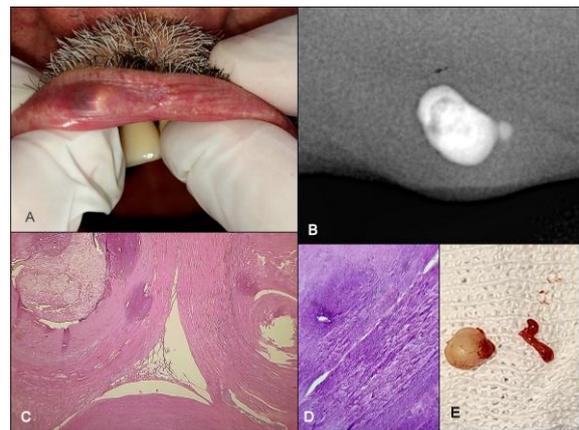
Caso 2. A. Lesión nodular en labio superior ubicada paramedial hacia el lado derecho del paciente. B. Radiografía Periapical Digital, lesión radiopaca con forma arriñonada sumada a una pequeña protuberancia adherida a su polo medial. C. Microfotografía histológica. H/E 10X Se observan capas concéntricas de tejido calcificado, rodeado de acinos glandulares e inflamación periductal. D. Microfotografía histológica H/E 40X y zoom digital. Mayor aumento de las áreas calcificadas en el núcleo central del
